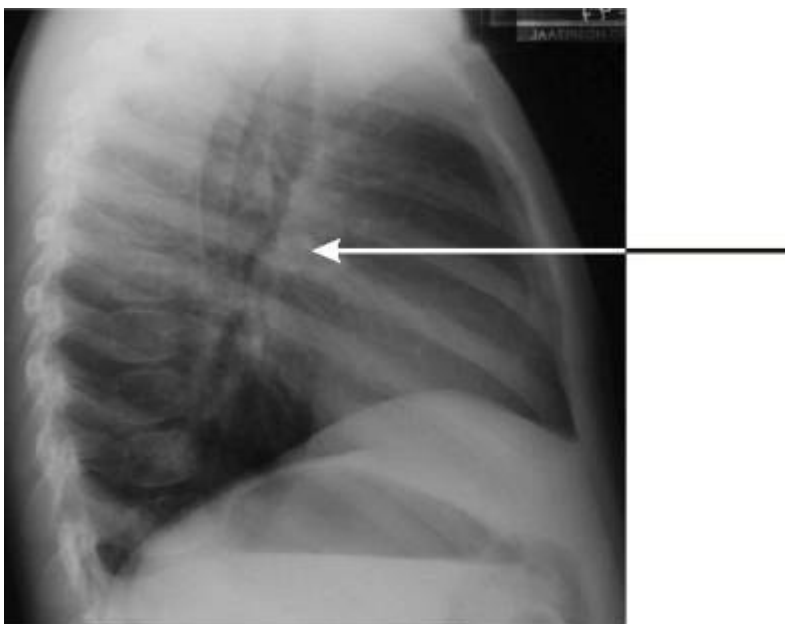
Боковой рентгеновский снимок нормальной грудной клетки. Распространенная ошибка, когда нормальную легочную артерию (стрелка) принимают за увеличенные лимфатические узлы.
